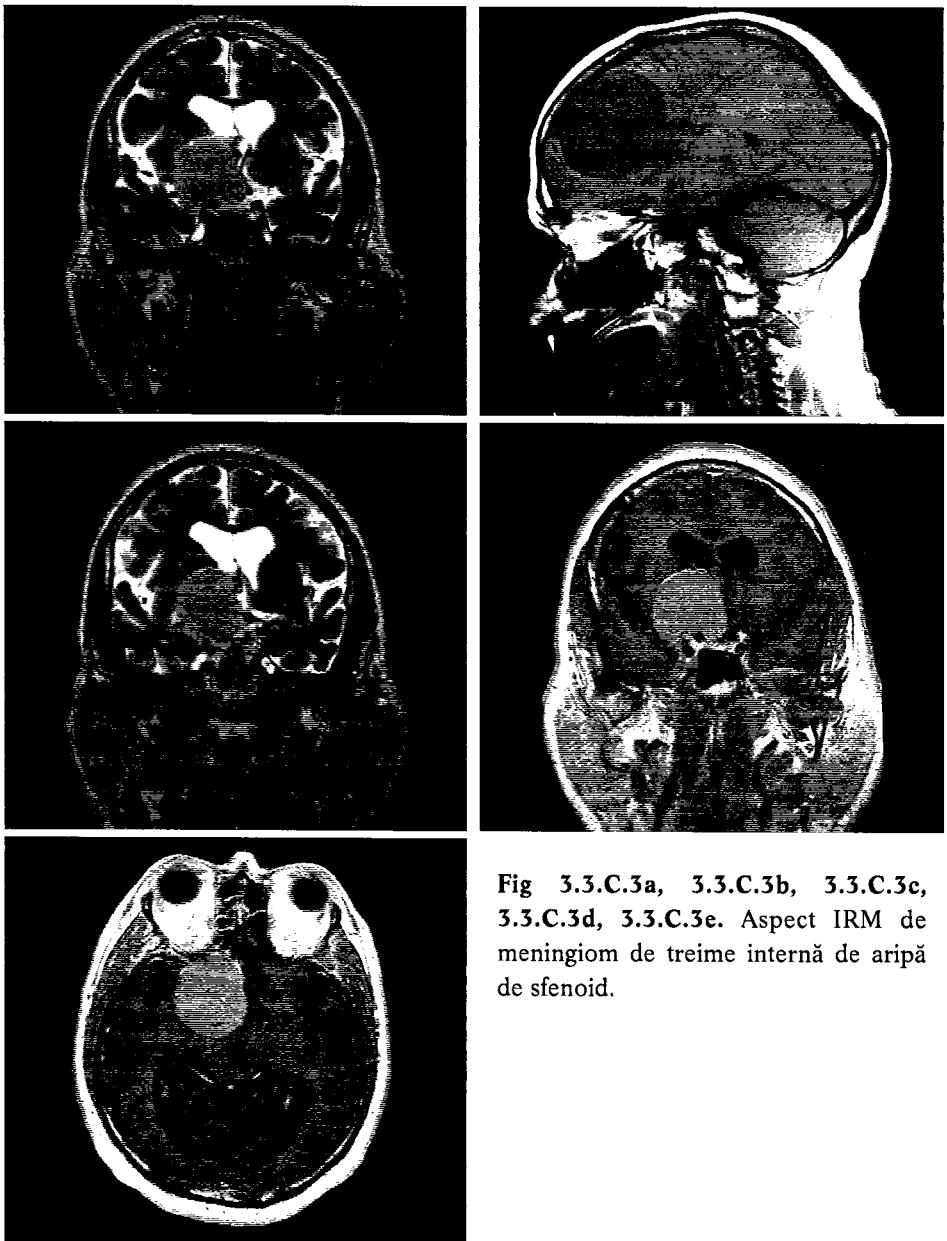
C.3a, 3.3.C.3b, 3.3.C.3c, 3.3.C.3d, 3.3.C.3e. Aspect IRM de meningiom de treime internă de aripă de sfenoid.
